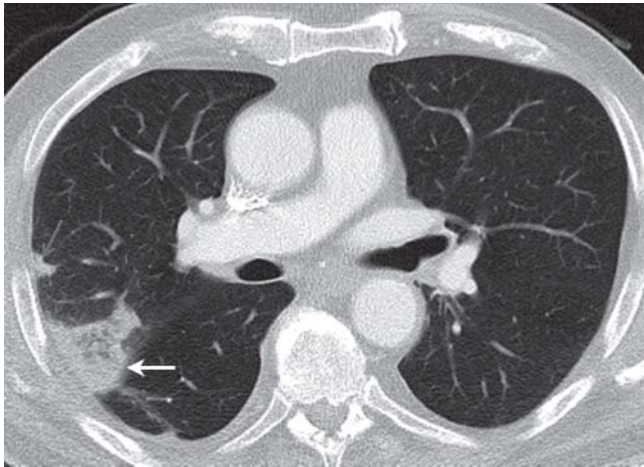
CT mit Infarkten: trianguläre pleuraständige Konsolidierungen im rechten Oberlappen (Pfeile).
